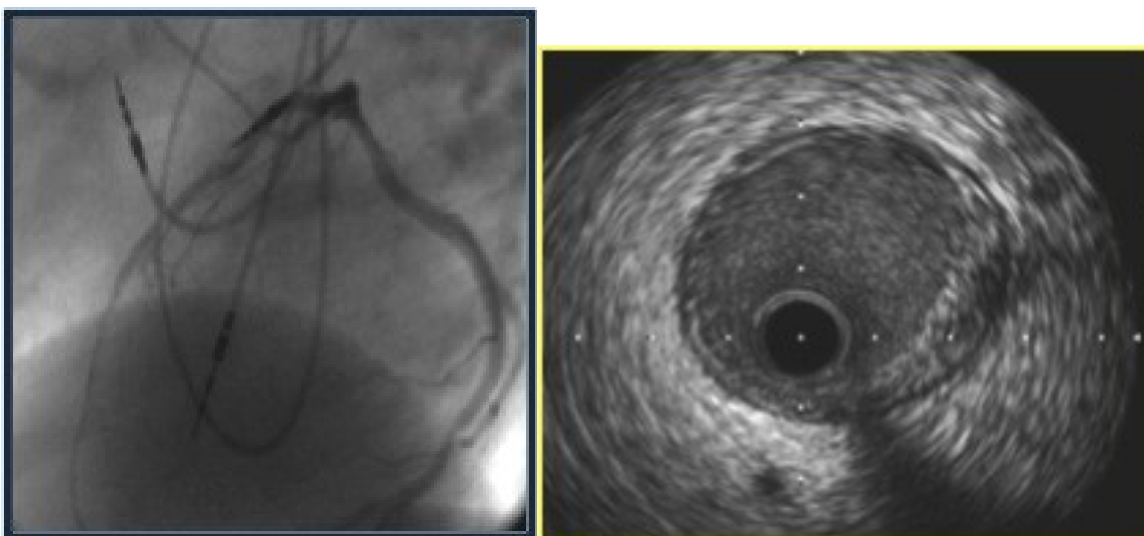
la izquierda coronariografía izquierda simple de un paciente a los dos años del trasplante de corazón, incluido en la serie analizada en el presente estudio. A la derecha imagen obtenida mediante ecografía intravascular de arteria descendente anterior proximal que muestra un engrosamiento intimal de mas de 0,5mm en menos de 180° de circunferencia.
